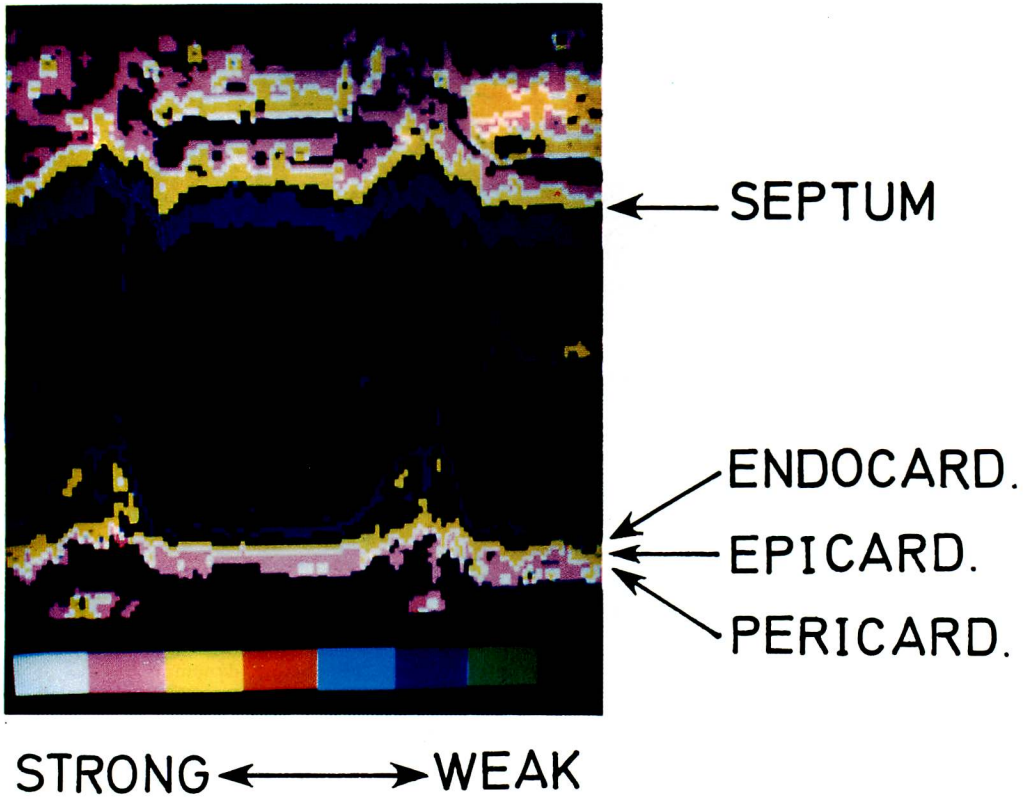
A color display of echocardiogram in a case of constrictive pericarditis
